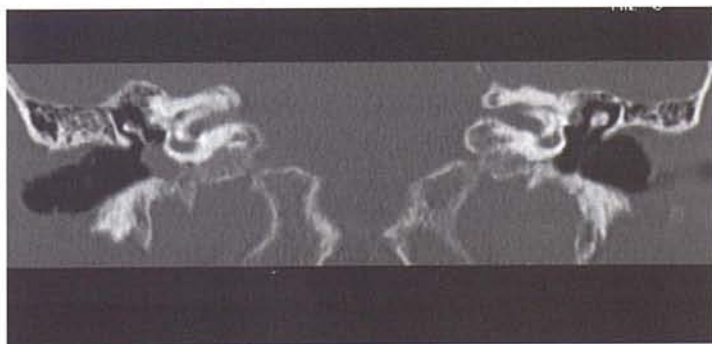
Reconstrucción coronal del TC
